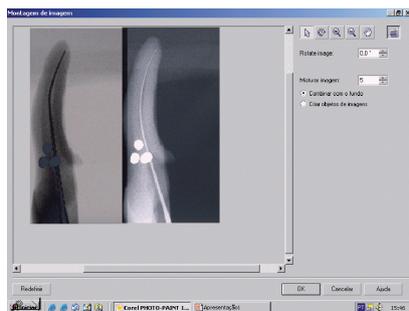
Radiografias inicial e final (negativo) antes da sobreposição
